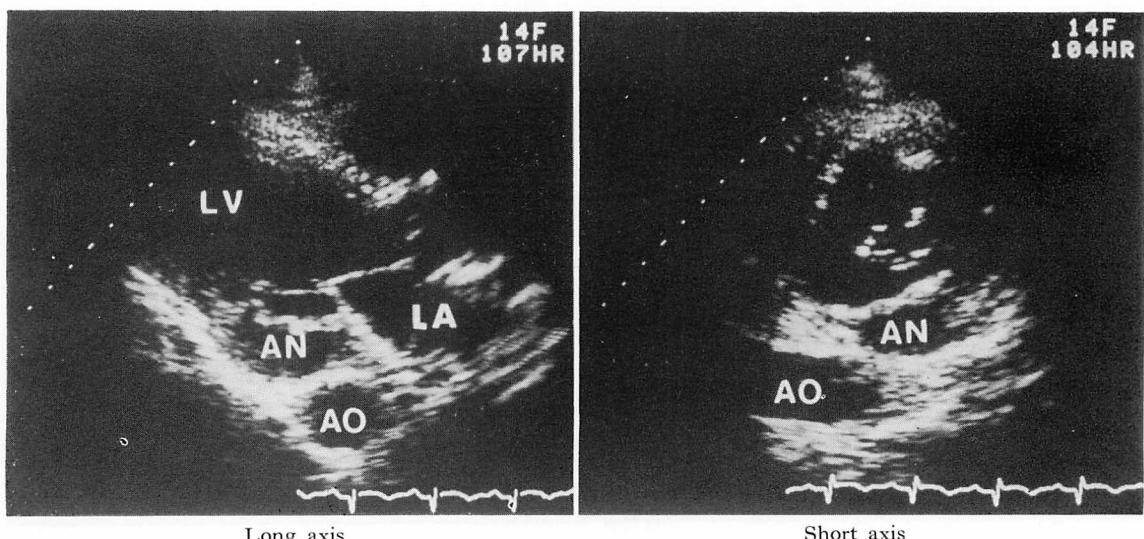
Two-dimensional echocardiograms taken on the 90th day after onset of myocardial infarction.
